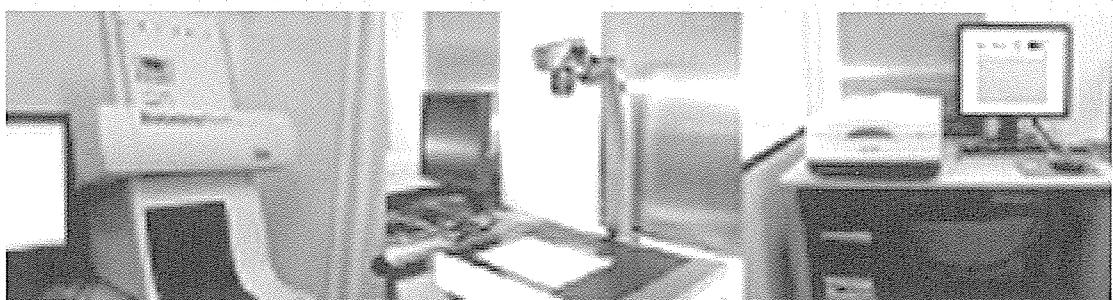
일반 방사선사진 전용 film scanner(좌), 디지털 카메라(가운데), 일반 슬라이드 필름 전용 평판 스캐너(우)
